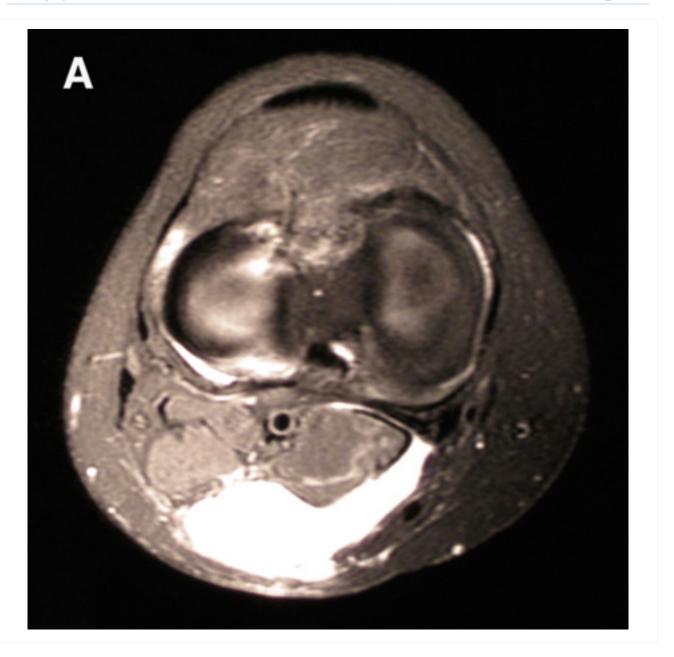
Ressonância nuclear magnética (RNM) pré-operatória ponderada em T2 mostrando coleção de fluidos posterior em comunicação com a articulação medial posterior em um paciente com um cisto poplíteo secundário à sinovite vilonodular pigmentada
